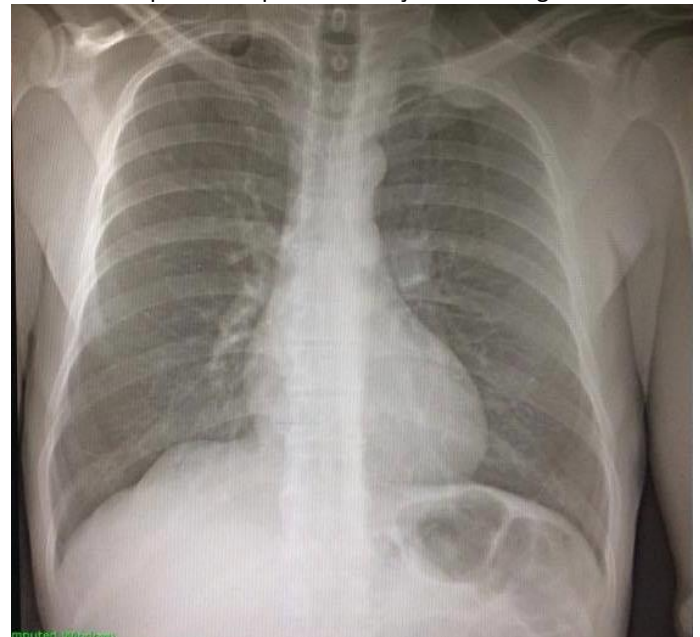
Radiografia de tórax evidenciando massa em extremo ápice pulmonar esquerdo.
